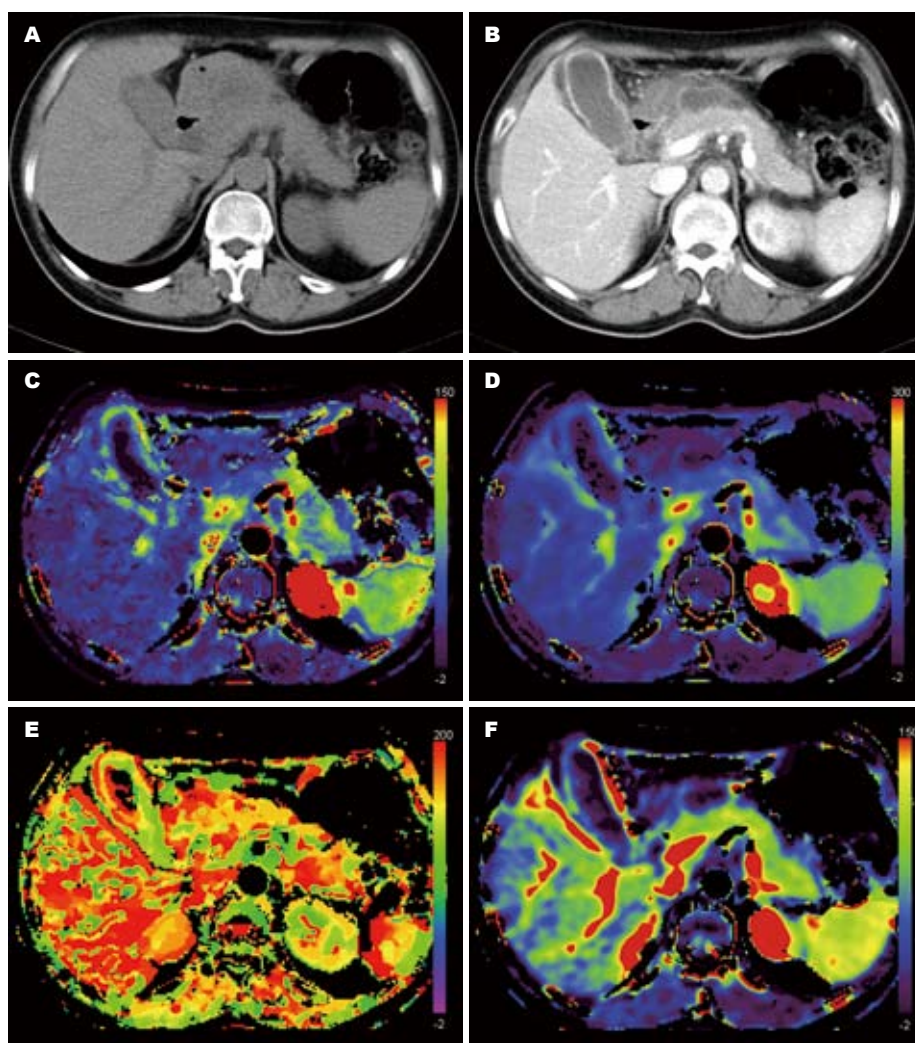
急性胰腺炎组CT图和CT灌注. A: 平扫; B: 增强; C: BF; D: BV; E: TTP; F: PS.
